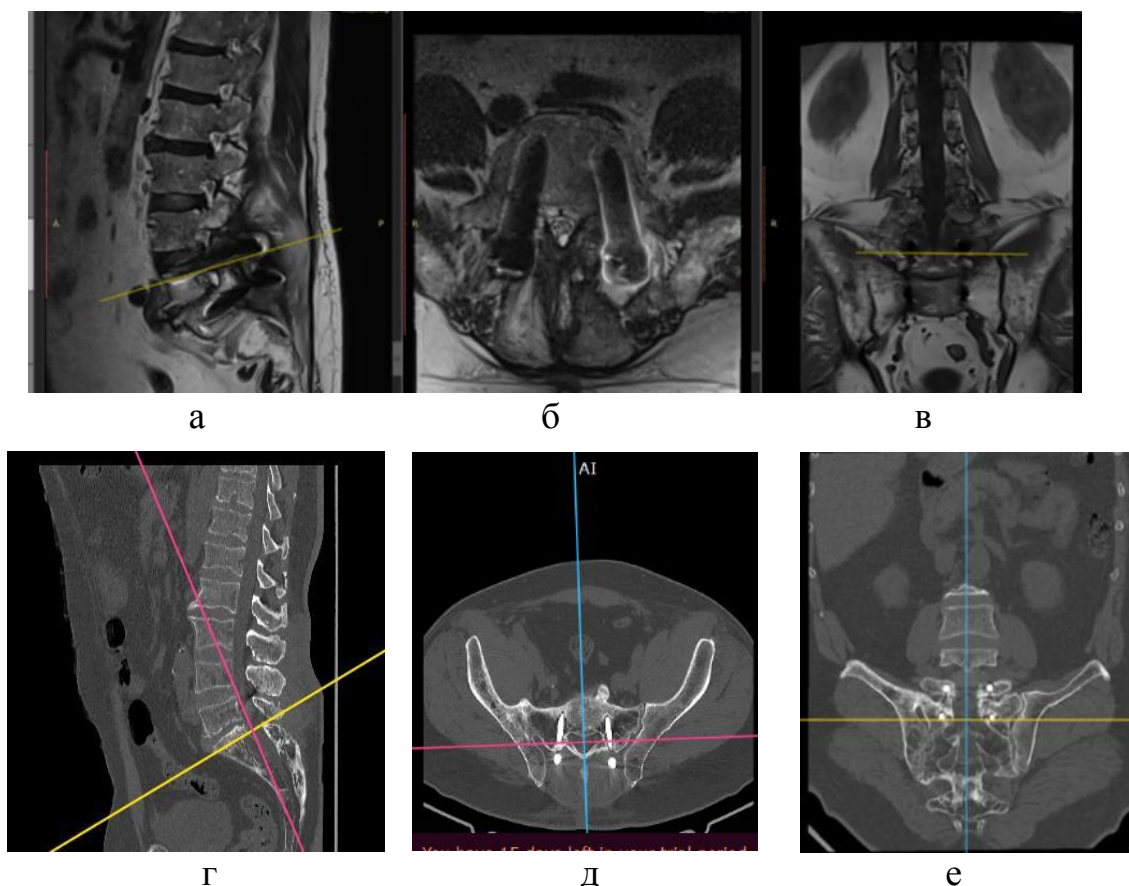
Фотовідбитки МРТ (а, б, в) і КТ (г, д, е) хворого Г. 63, роки, історія хвороби № 97520 через 2 тижні після хірургічного лікування: а), б), в) ознаки глибокого запалення навколо транспедикулярних гвинтів на рівні L_V-S_I зліва; г), д), е) ознаки нестабільності транспедикулярних гвинтів на рівні L_V-S_I зліва
